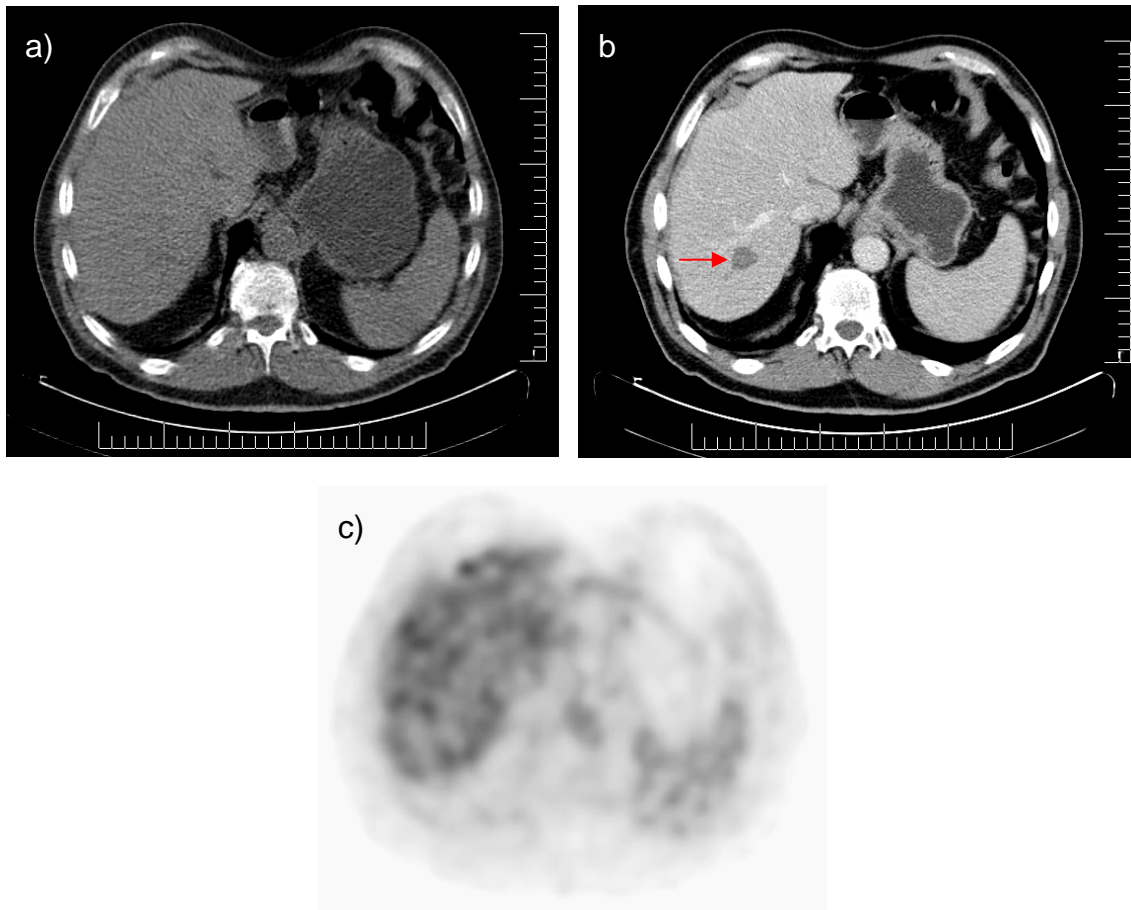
Falsch-positiver Leberbefund in der KM-CT, 70-jähriger Patient
